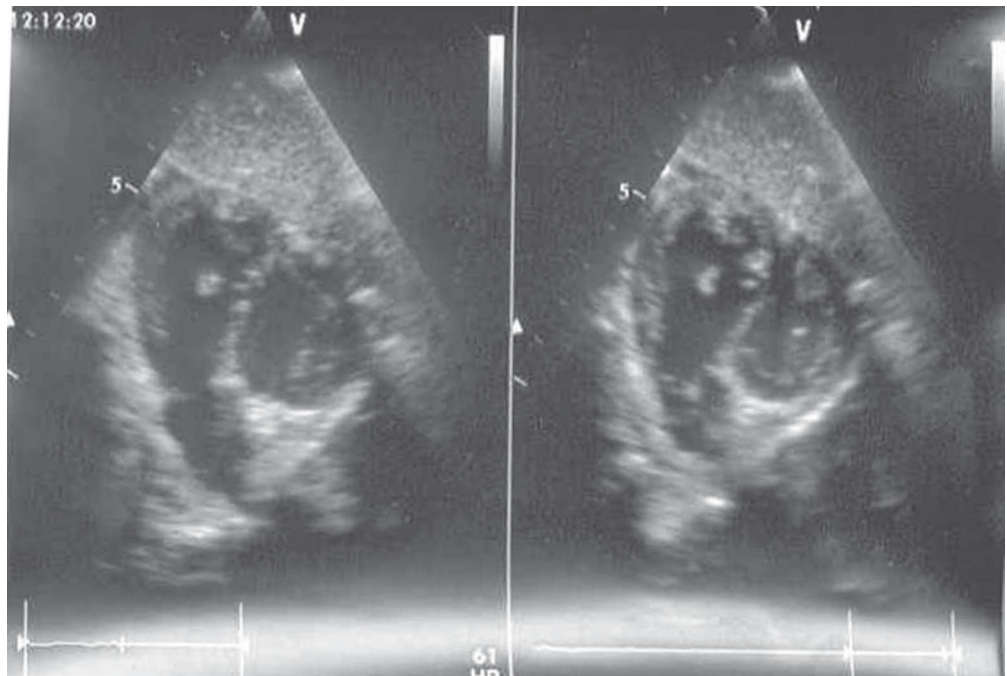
Ecocardiograma mostrando dilatação das câmaras cardíacas direitas com empurramento das cavidades esquerdas.
